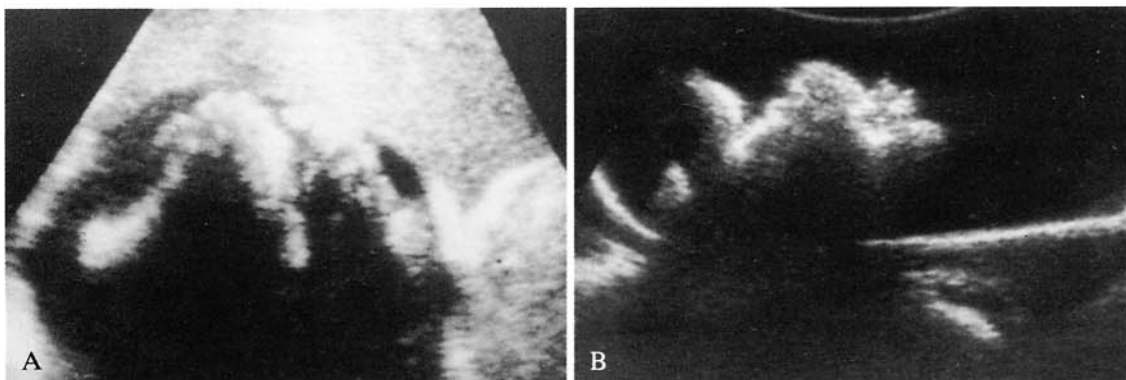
A) Aspetto ecografico della raccolta: massa transonica con grossolani echi interni in sospensione e netta attenuazione posteriore del fascio. B) L'aspetto ecografico del modello sperimentale presenta evidenti analogie con il reperto «in vivo».
